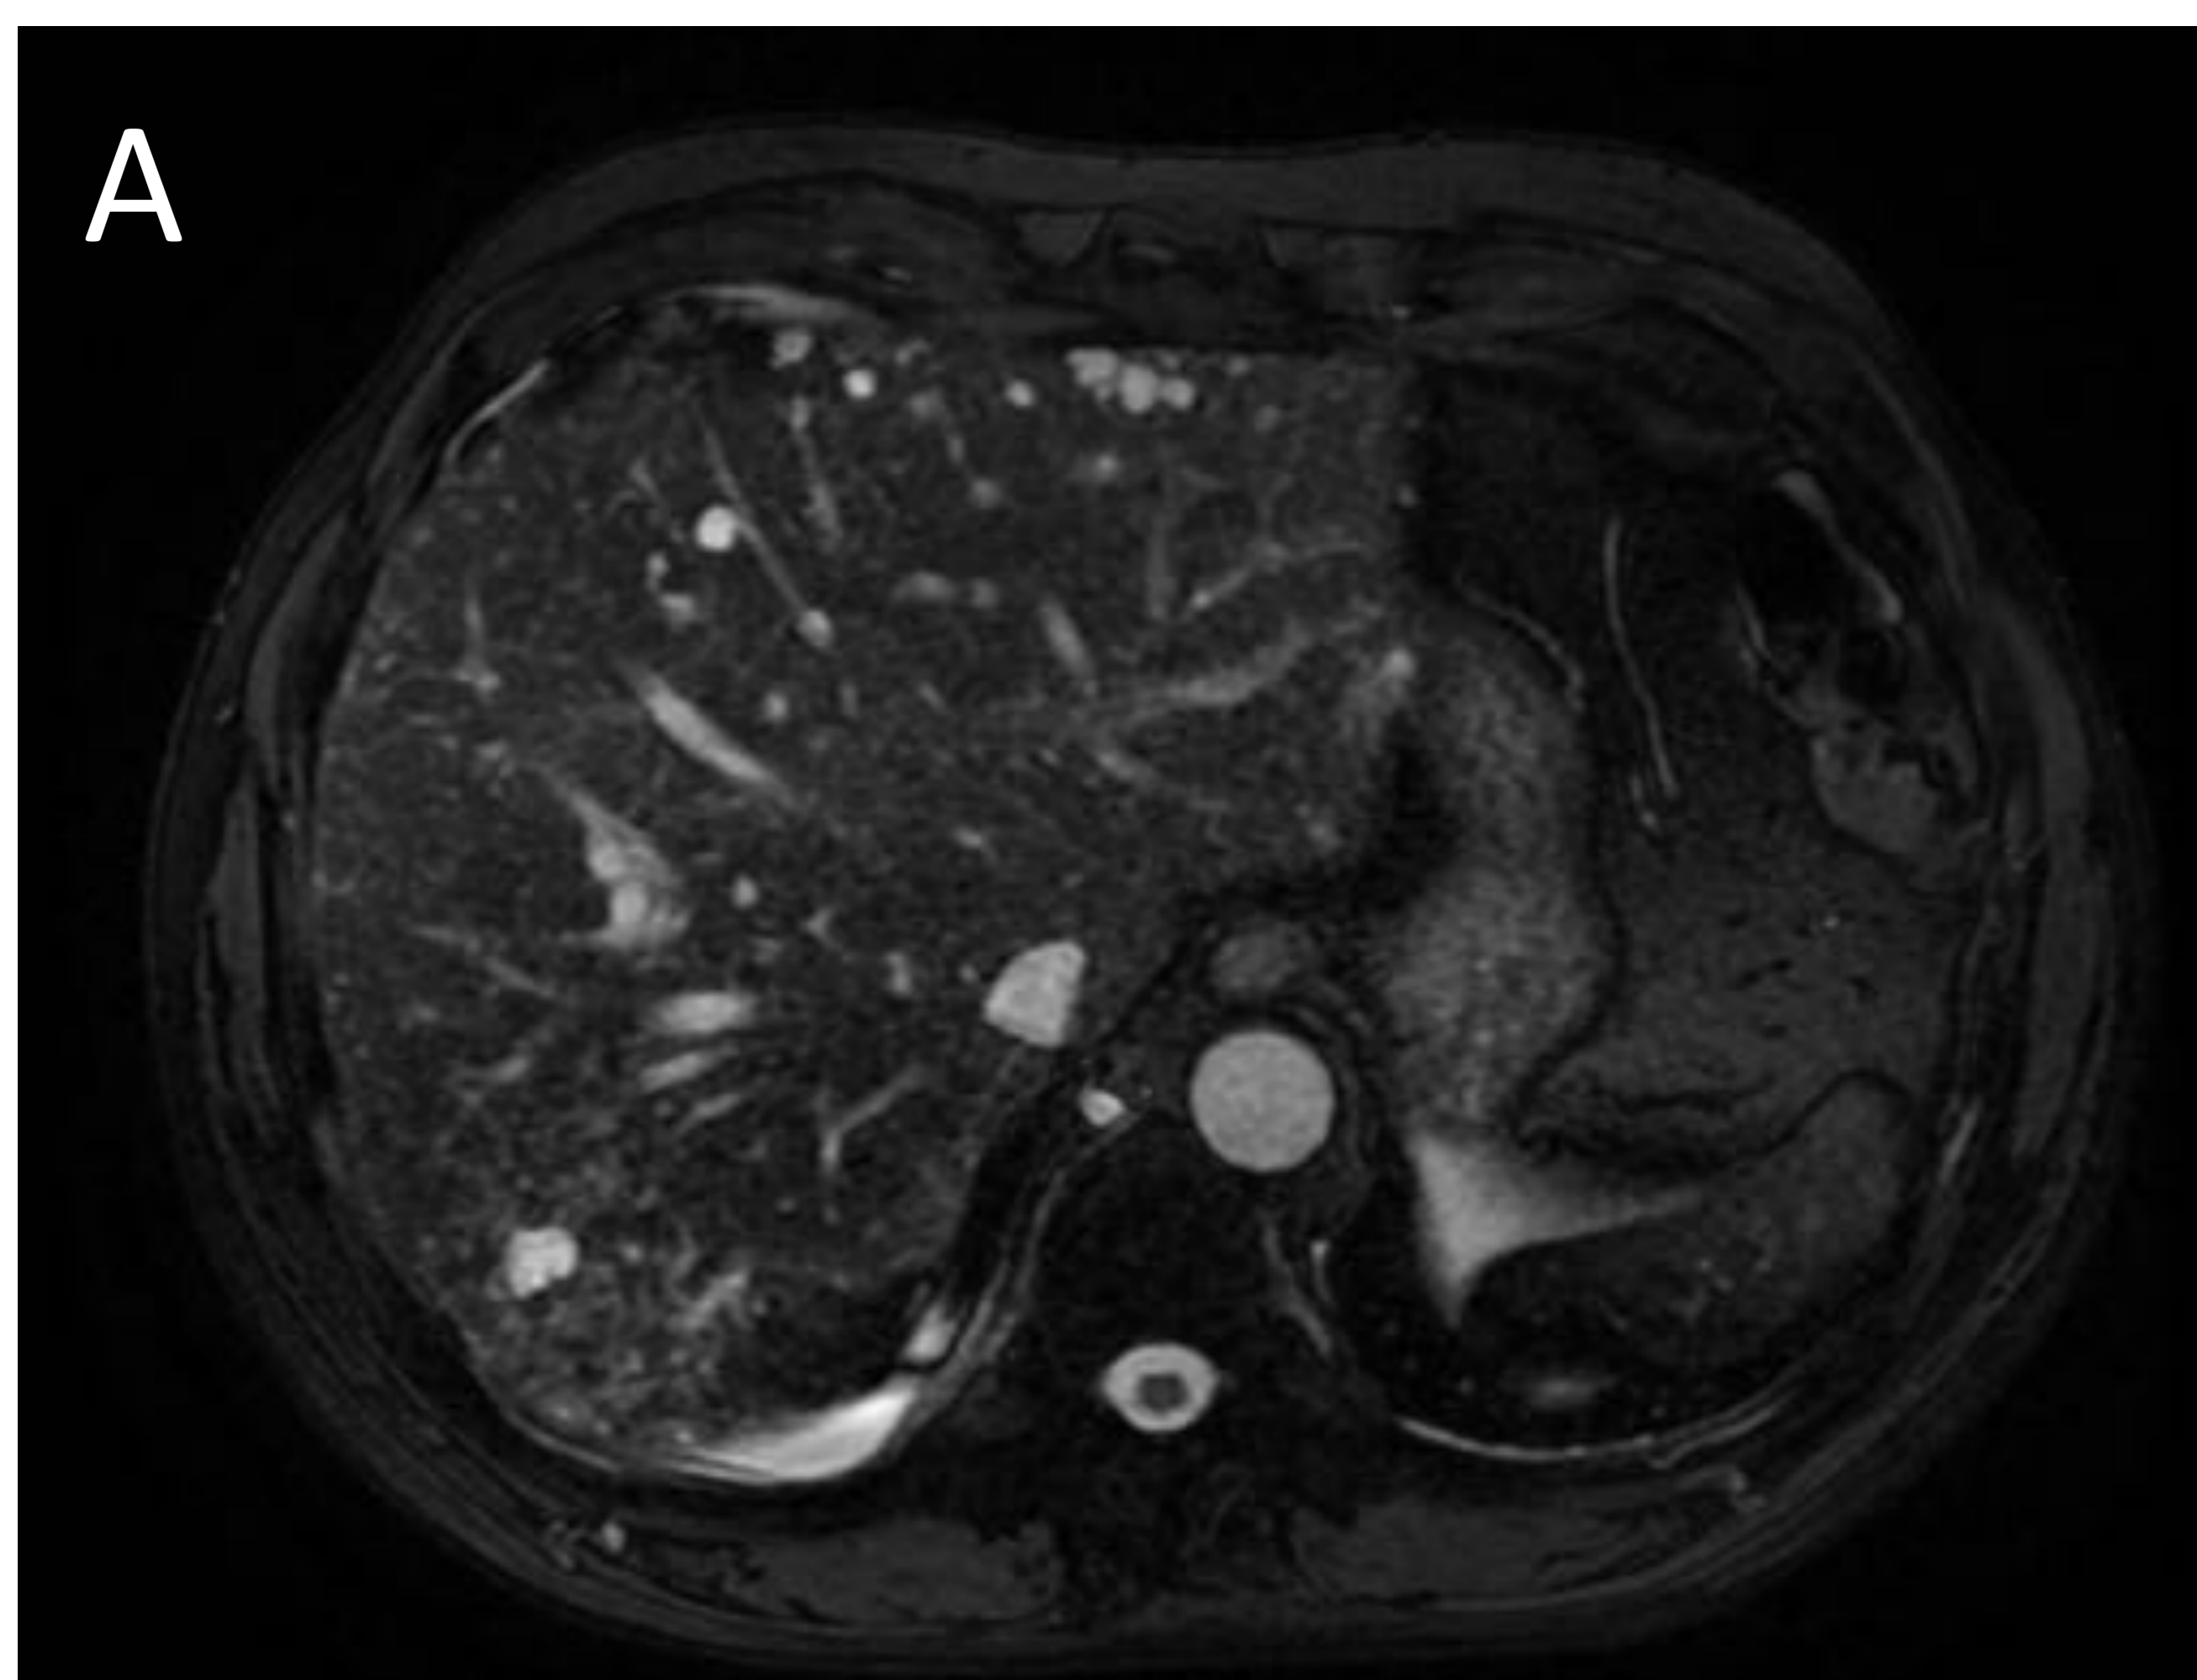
Hamartomatosis biliar múltiple (complejos de von Meyenburg) en RM: lesiones milimétricas hiperintensas en las secuencias potenciadas en T2 FAT SAT (imagen A) y lesiones hipointensas que no muestran captación de contraste en el estudio dinámico (imagen B).
